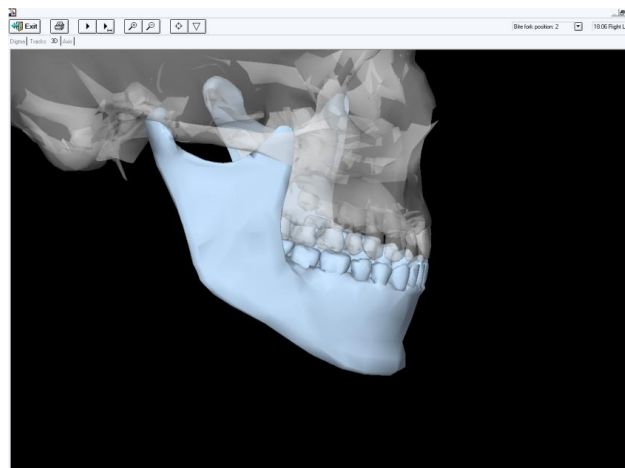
Трехмерное отображение протрузионного движения при тесте «Function analysis».
